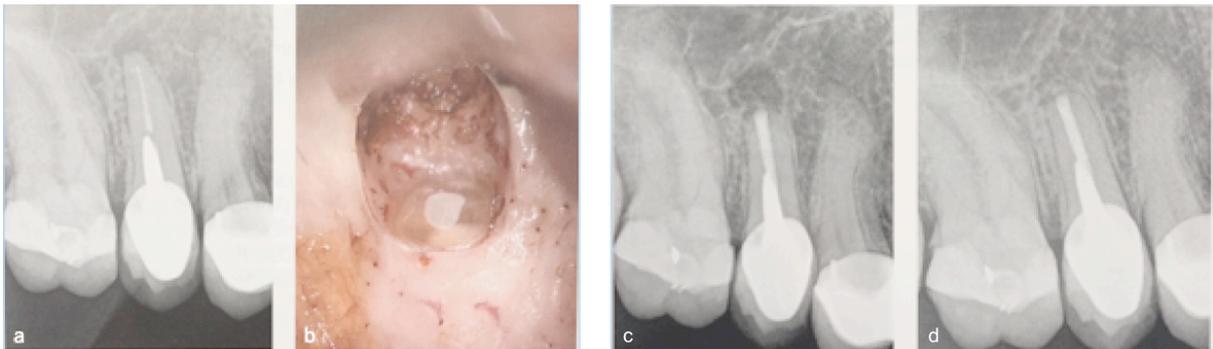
(a) Radiographie rétro-alvéolaire montrant une lésion apicale sur 15 qui présente une couronne et un inlay-core adaptés; (b) Photo de l'extrémité apicale après obturation *a retro*; (c) Radiographie post-opératoire montrant l'intégralité du canal obturé; (d) Radiographie de contrôle de guérison à un an [28].
